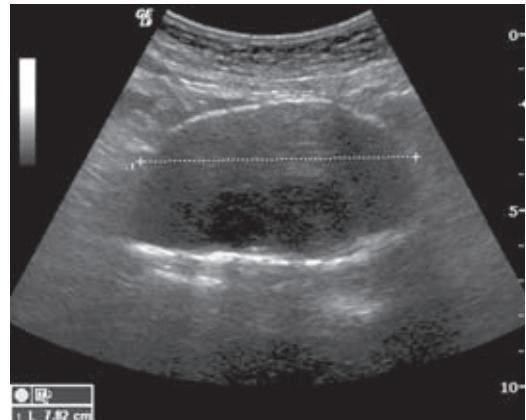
B-Bild-Sonografie: Längsschnitt [P093]
